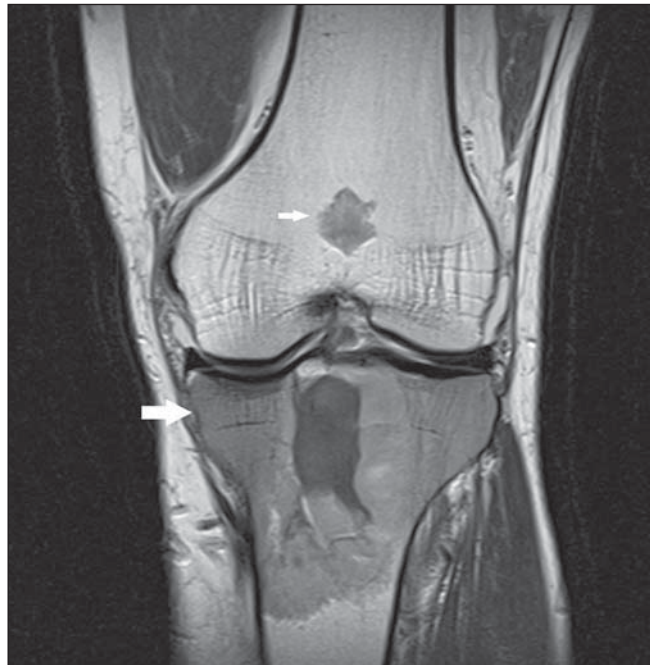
RM, plano coronal T1 mostrando lesão infiltrativa na epífise e na diáfise proximal da tíbia (seta maior). Observa-se lesão óssea focal bem definida na medula óssea da metáfise femoral (seta menor), com configuração lobular e calcificações em seu interior, sugerindo condroma.
